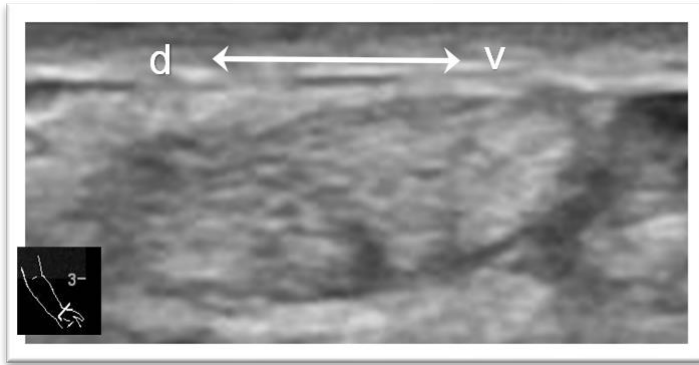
Akute Tendovaginitis de Quervain (Sonographie), Normalbefund, keine Kompartimentierung des Ersten Strecksehnenfachs
